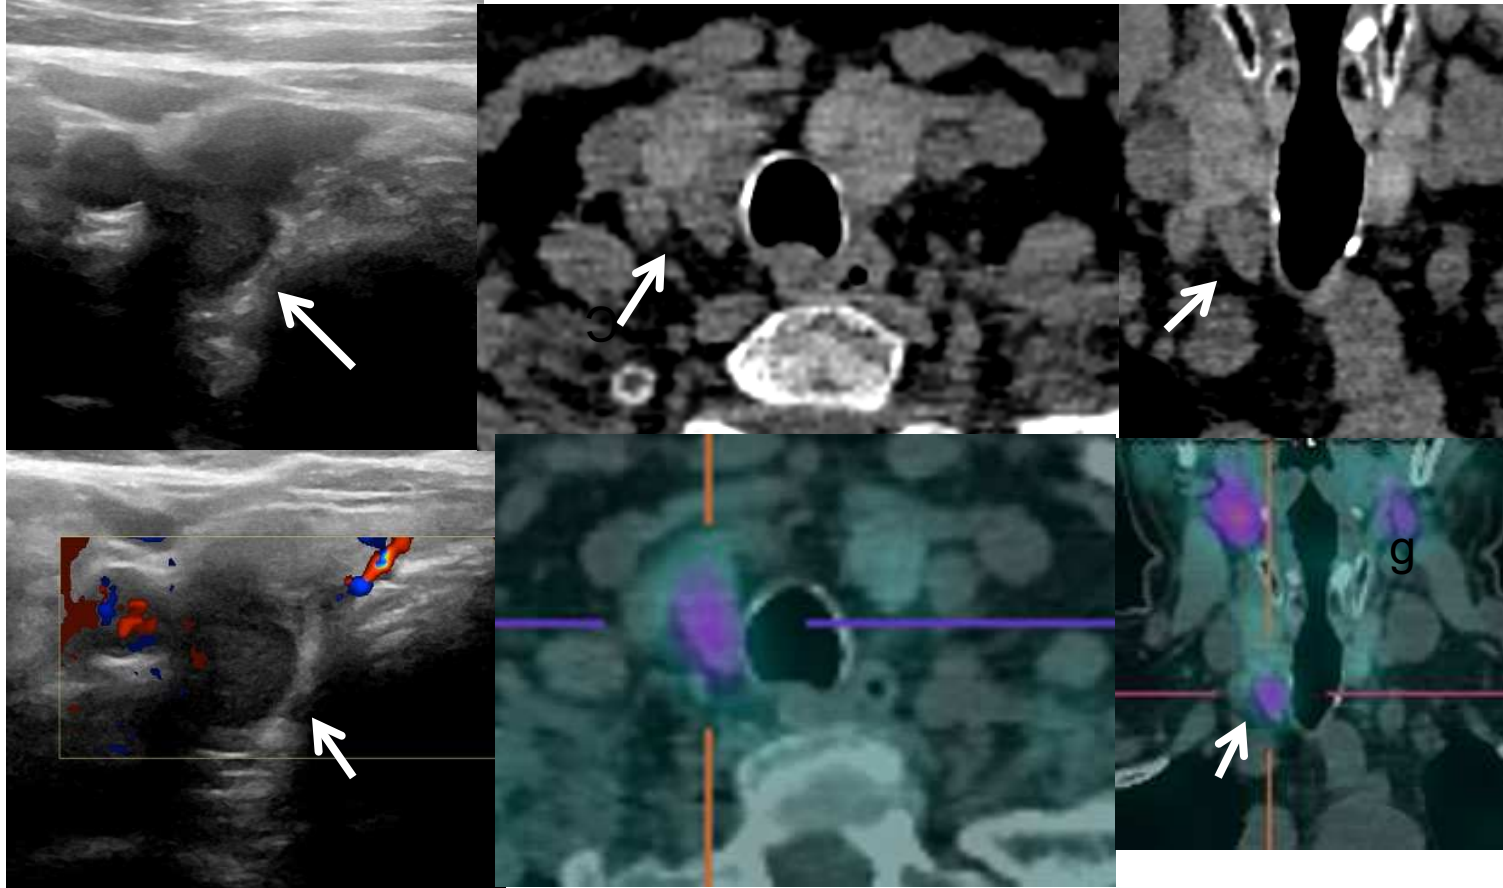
Paciente mujer 62 años, con HPTP. Imagen ecográfica Flecha blanca: nódulo lobulado hipoeecogénico adyacente al LTD. Se confirman los hallazgos en gammagrafía y SPECT sestamibi.
